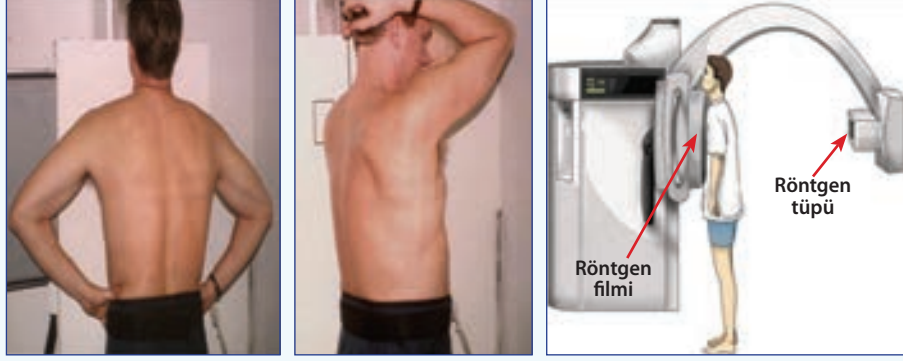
PA göğüs radyografisi: PA pozisyonda hasta ayakta ve elleri kalçalarında öne (film kasetine) bakar gibi ayakta durur. Akciğerlerin temizlenmesi için omuzlar sarılır gibi öne (film kasetine) doğrultulur, böylece skapulaların akciğerler üzerine düşen görüntüleri kalkar, kaybolur. Film omuzların iki inç üzerine yerleştirilir.
